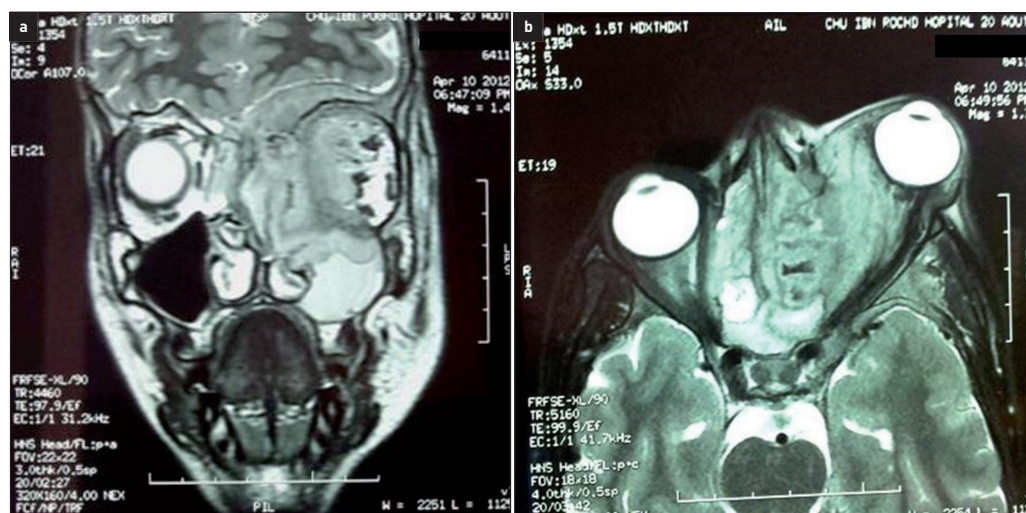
IRM crâno-orbitaire.
